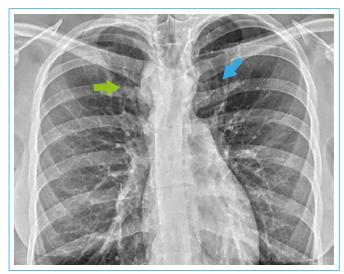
Radiografía de torax. Se observa radiopacidad en la región paratraqueal derecha (flecha verde), así como ausencia de botón aórtico izquierdo (flecha azul)
